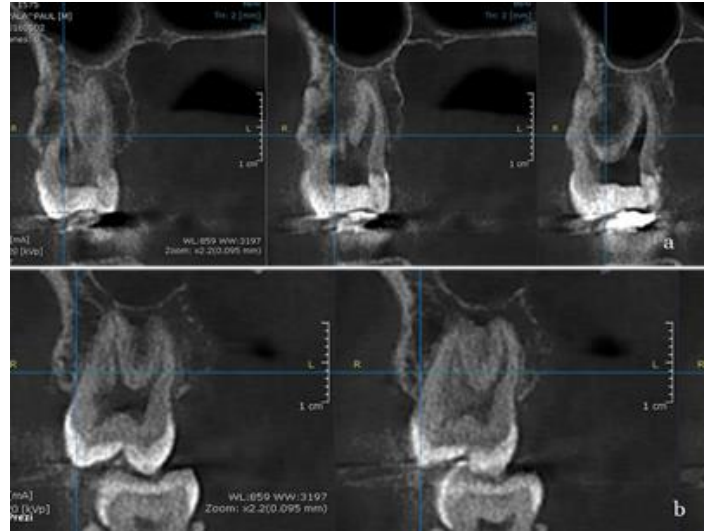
Imágenes de CBCT preoperatorio.
